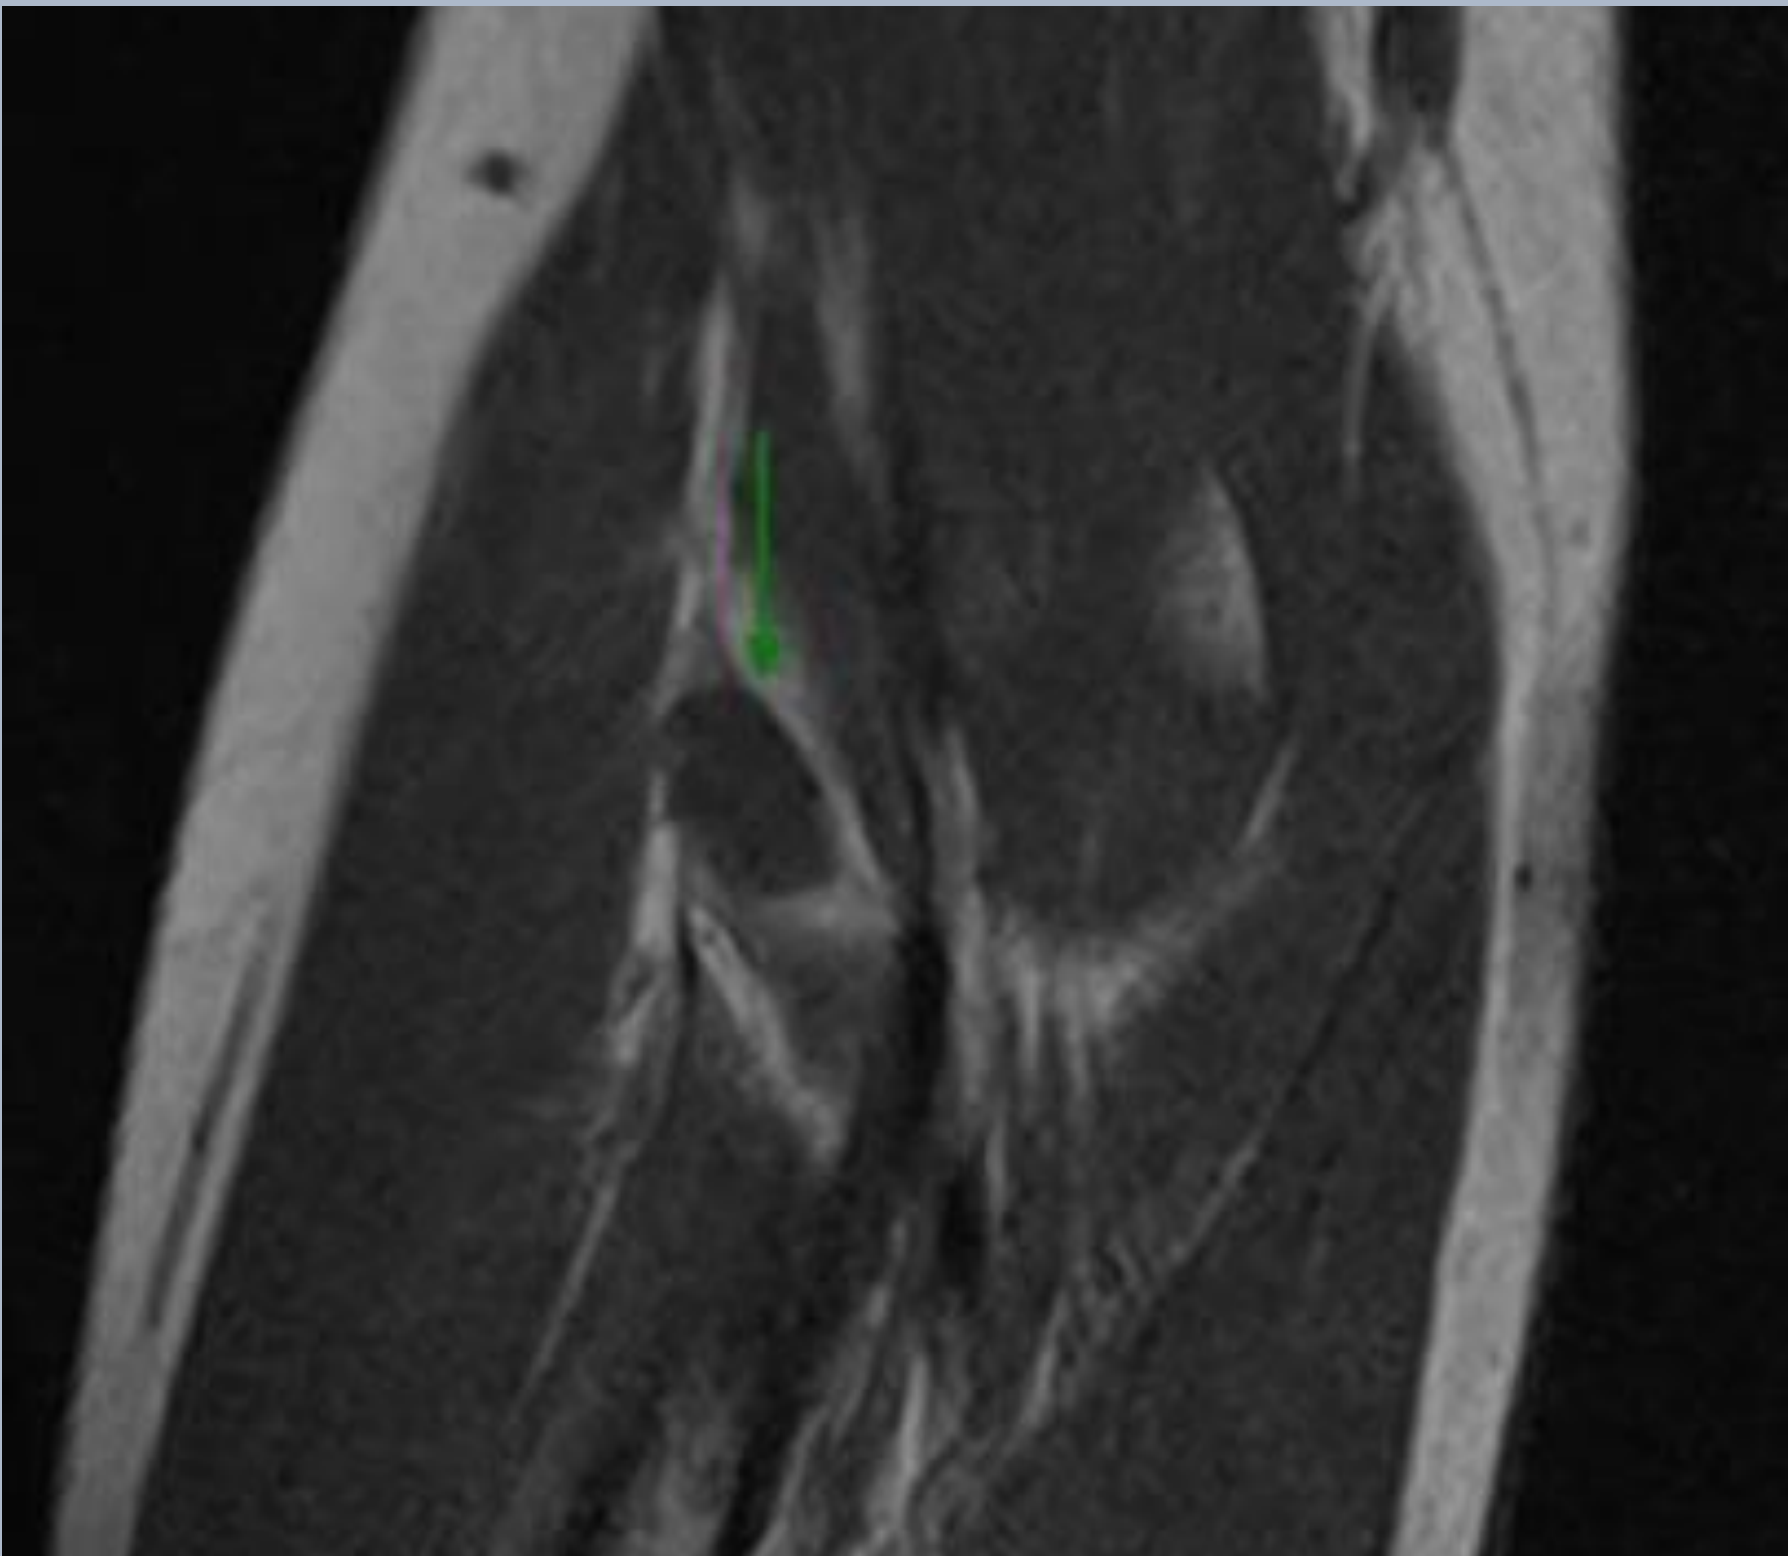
Prueba de imagen RMN.
